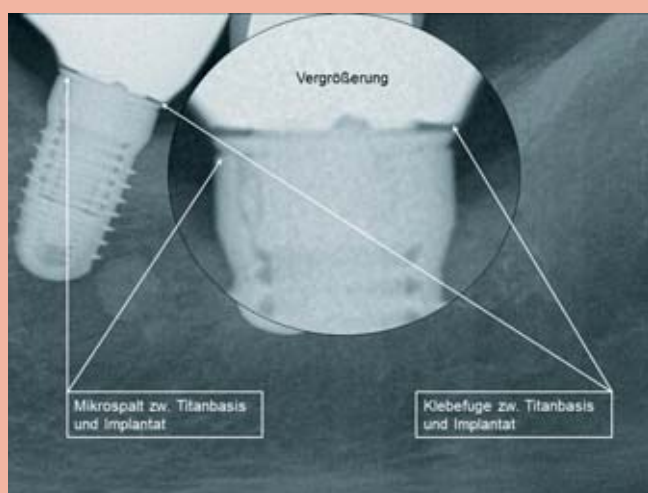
Röntgenologische Abbildung des Prüfkörpers 36 nach Eingliederung. Das Glaskeramiklot stellt sich als nicht röntgenopak dar.
